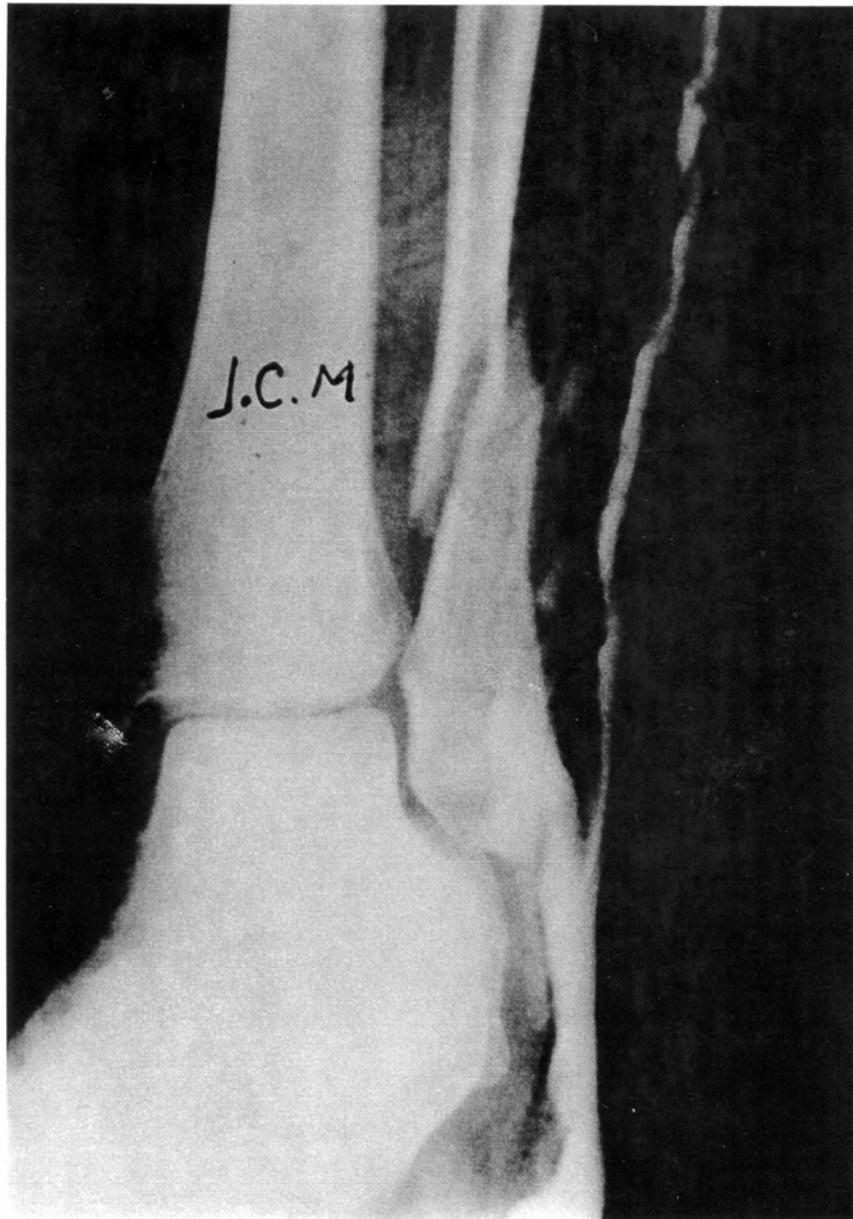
Radiografía anteroposterior después de la reducción ortopédica
